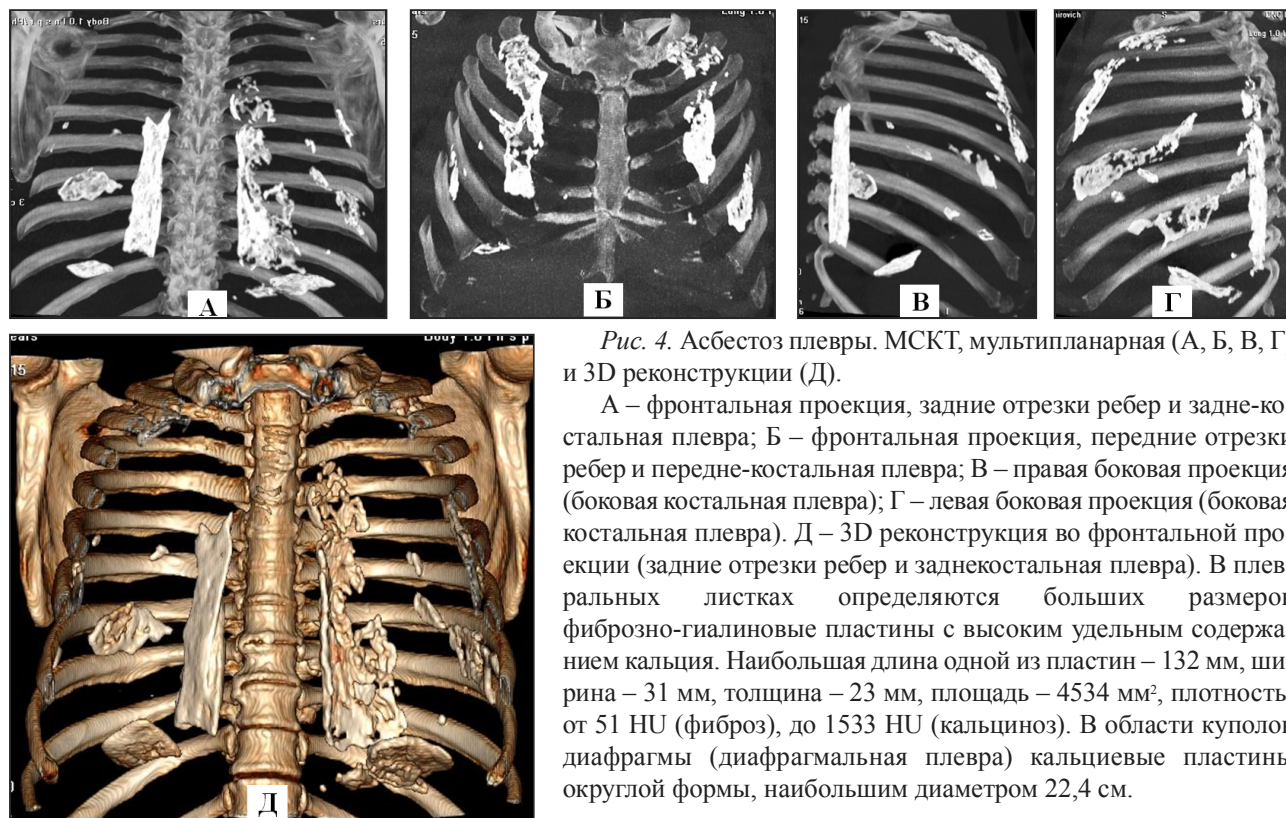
Асбестоз плевры. МСКТ, мультипланарная (А, Б, В, Г) и 3D реконструкции (Д).
